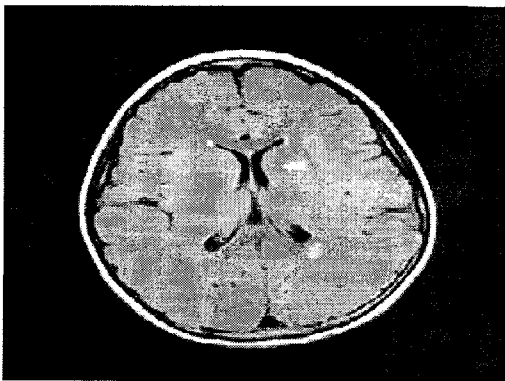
Brain MRI shows multifocal infarct of left basal ganglia and posterior periventricular white matter.
